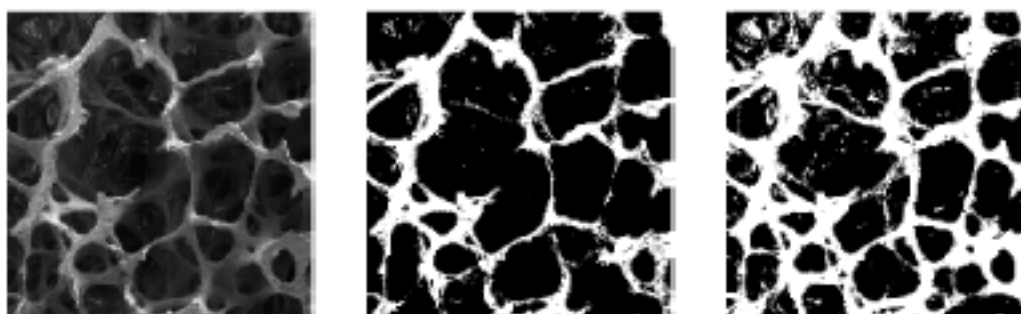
Imagem SEM da amostra óssea (esquerda), com simulação média com BT/TV=0.25 (meio) e simulação média com BT/TV=0.4 (direita) [30]
